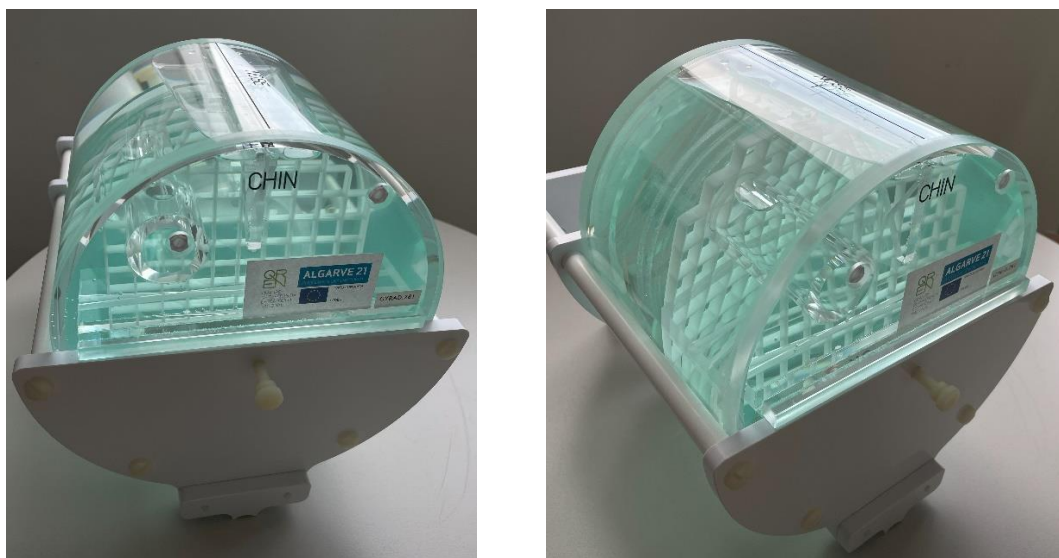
Demonstração do fantoma “ACR Large MRI Accreditation Phantom” (fantoma GyRad)
